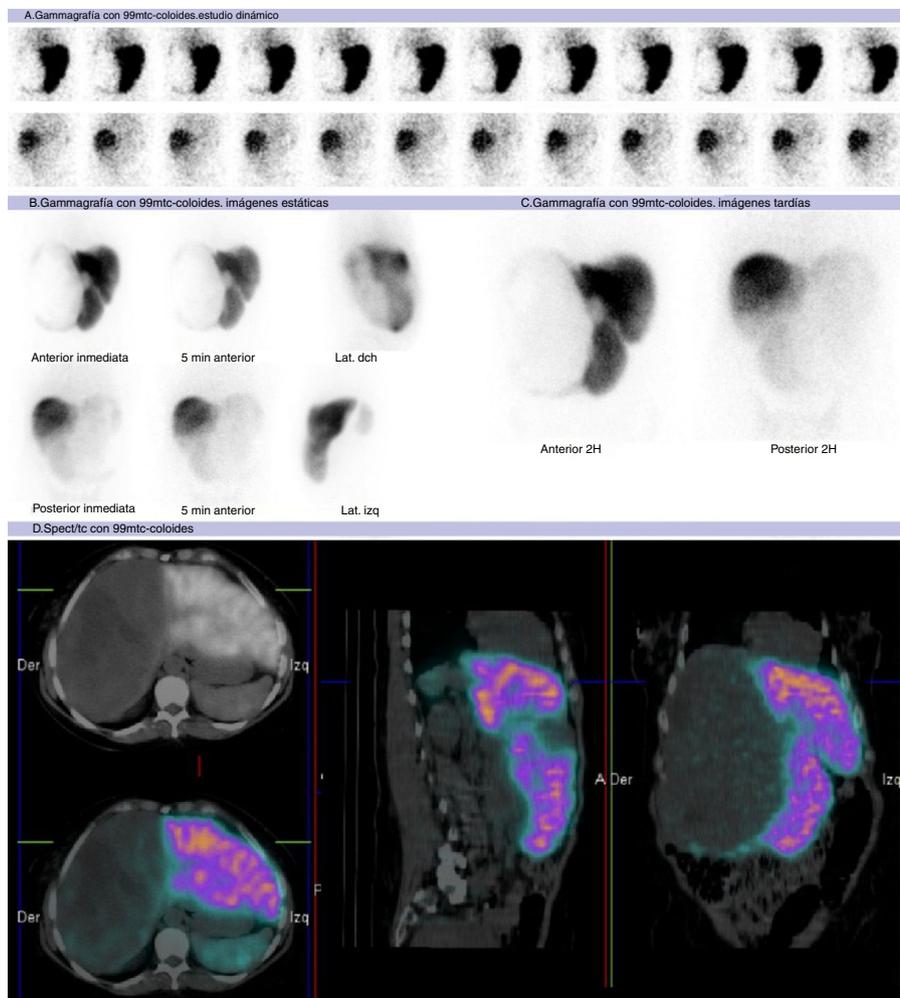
Gammagrafía con ^{99m}Tc -fitato (A: estudio dinámico; B: imágenes estáticas; C: imágenes de fusión SPECT/TC), corrobora la naturaleza de la lesión por ausencia total de metabolismo con áreas de mayor densidad dentro de la misma correspondientes a infartos, como se observa en SPECT/TC (D).
